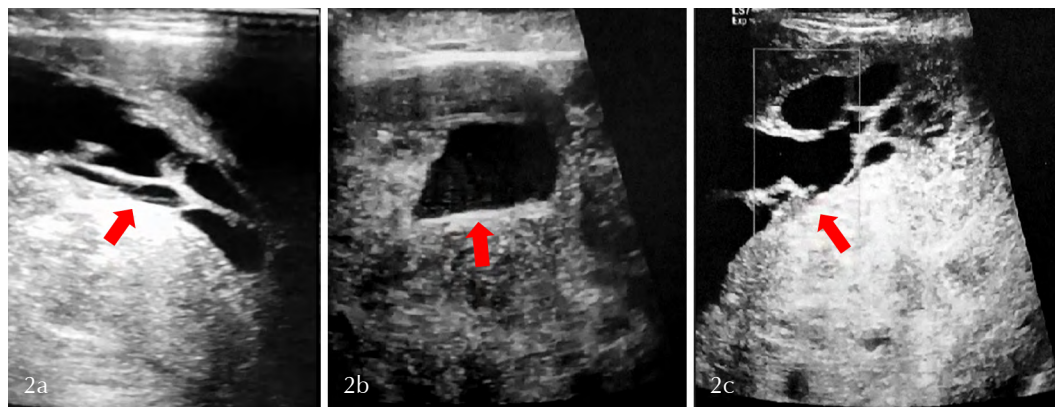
Ecografía de partes blandas. a), b) y c) Se observa a nivel del plano muscular una tumoración heterogénea predominantemente hipocogénica. (flechas rojas).
